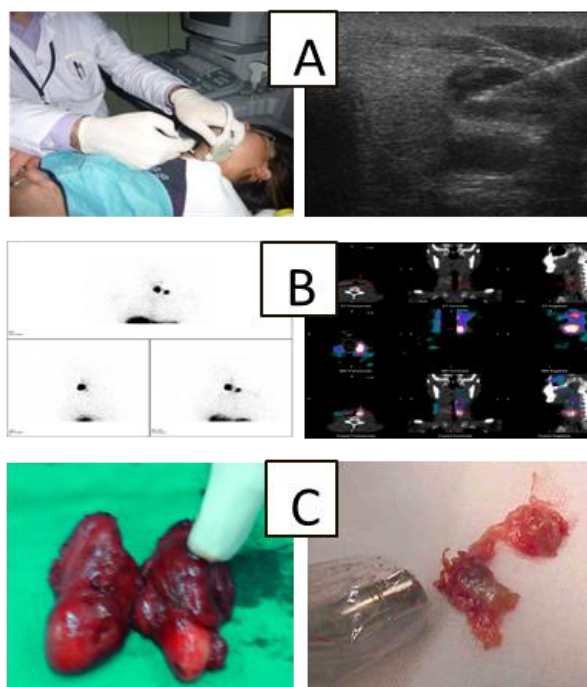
Metodologia de la tècnica de la BSGS a l'Hospital Vall d'Hebron (A: injecció intratumoral ecoguiada del ^{99m}Tc -nanocol·loid; B: obtenció de les imatges planars i SPECT/TC; C: detecció de radioactivitat tiroïdal i limfàtica amb gamma sonda manual) (Cortesía de la Dra. García-Burillo).
